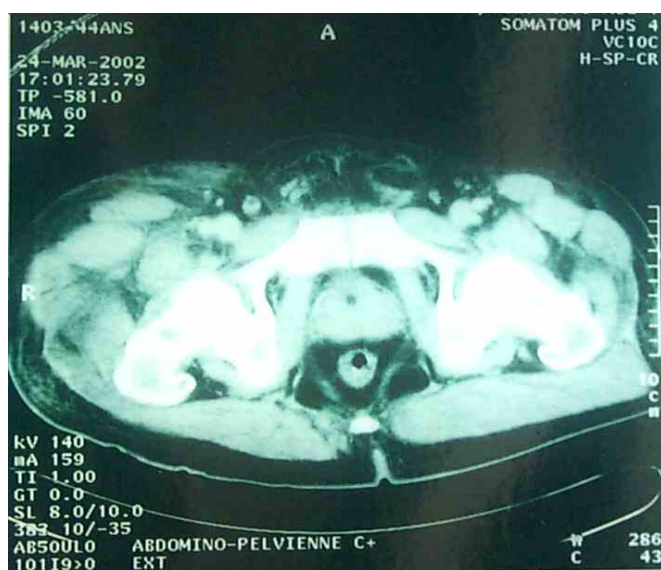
TDM du bassin : coupes axiales
